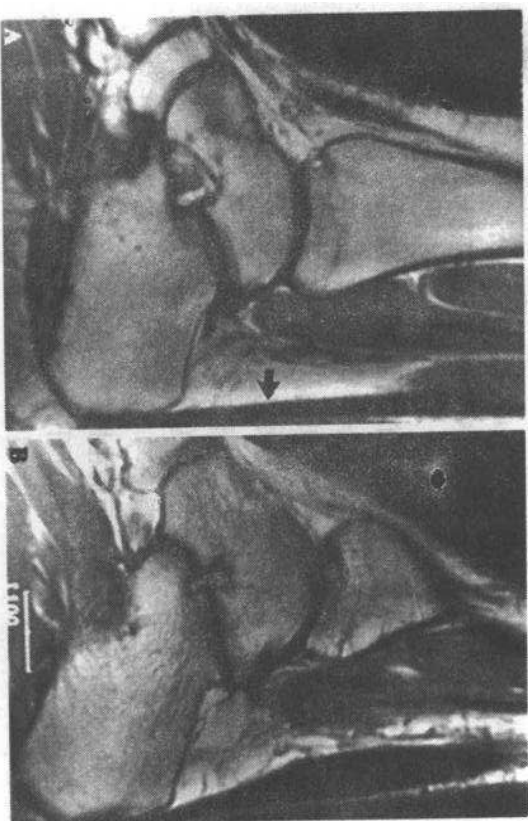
A 正常踝关节 MRI 矢状扫描像, 跟腱(箭示)呈均匀的弱信号, 厚度一致和前缘垂直。B 跟腱撕裂: 慢性撕裂的跟腱明显呈楔形增厚, 是由于陈旧的部分性撕裂之后发生愈合和纤维化所致
